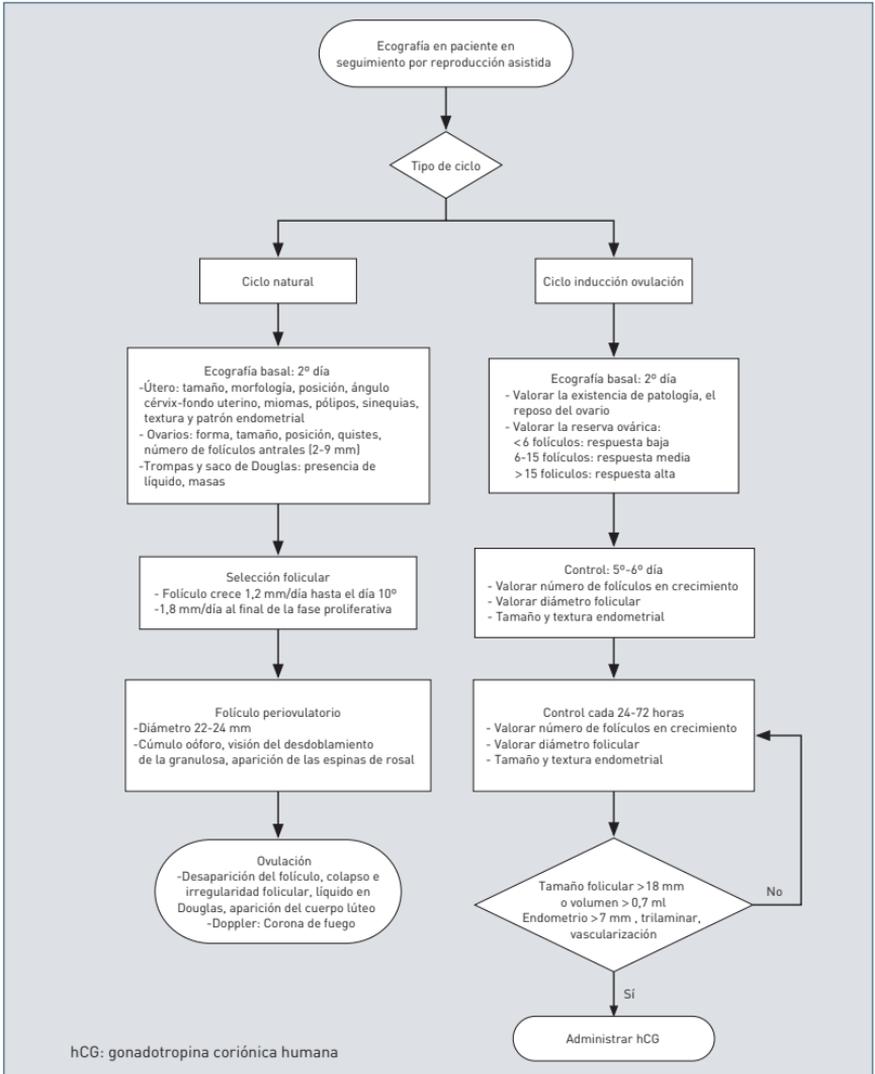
Ecografía del desarrollo folicular en reproducción asistida.
